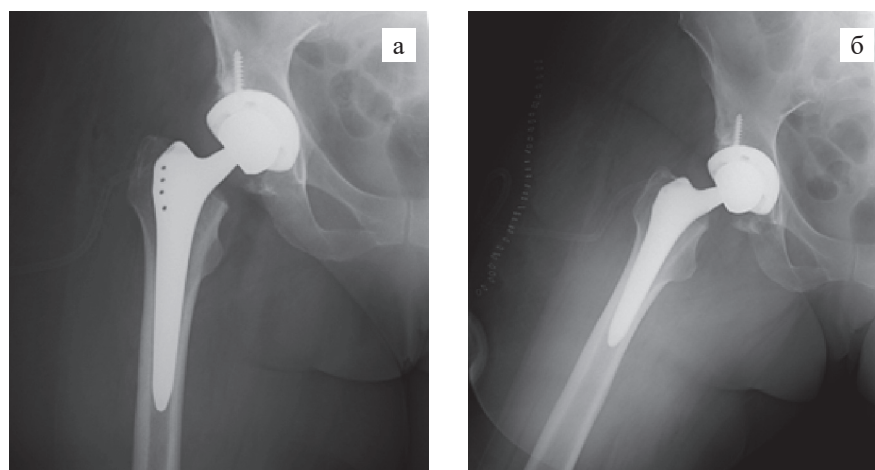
Рентгенограмма на 1-е сутки после тотального эндопротезирования правого тазобедренного сустава, эндопротез бесцементной фиксации Zimmer–Biomet (чашка IT, ножка Alloclassic): а – снимок тазобедренного сустава в среднем положении; б – снимок тазобедренного сустава в положении отведения
